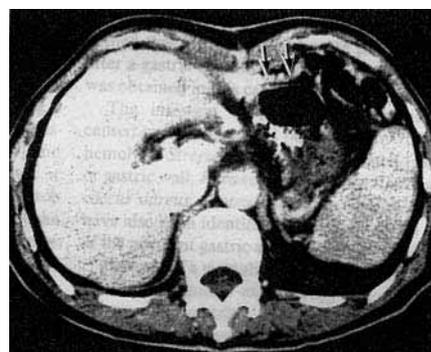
症例1における残胃の急性胃蜂窩織炎に対し治療後の上腹部CT
